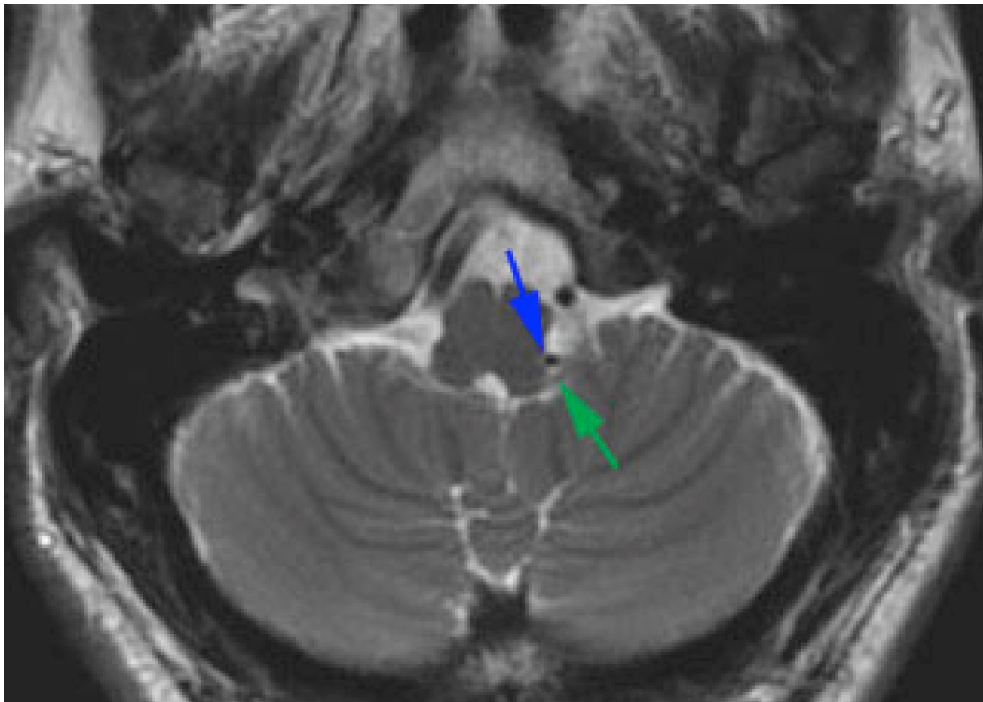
轴位高分辨率 MRI 显示一血管袢（蓝色箭头）位于脑干附近的后组颅神经层面（绿色箭头）。
